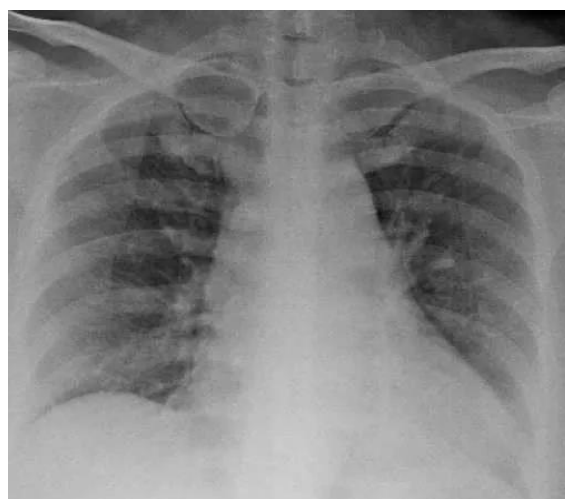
Radiografia de tórax de indivíduo com COVID-19. Fonte: acervo radiológico do Hospital das Clínicas de Botucatu.
